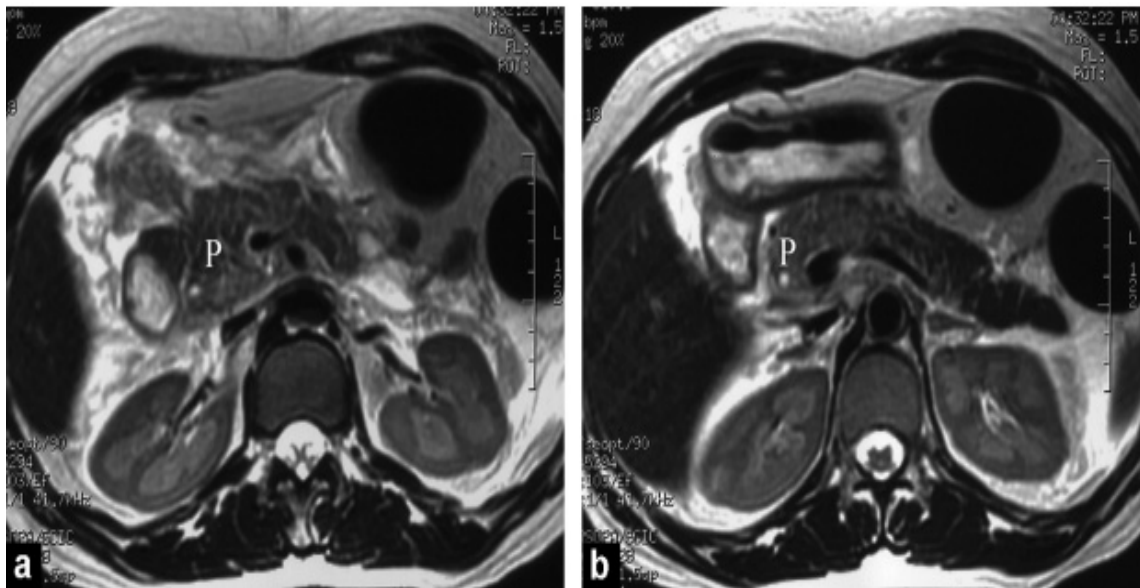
[154] : Pancréatite œdémateuse interstitielle à l'IRM avec des calculs biliaires. Les images d'IRM axiales pondérées en T2 sans suppression de la graisse (a et b), obtenues lors de l'admission, montrent une augmentation de l'intensité du signal au niveau de la tête, de l'isthme et de la partie proximale du corps du pancréas (P) due à un œdème interstitiel. Une petite quantité de liquide péripancréatique et un épaissement du fascia de Gerota gauche sont également visibles.
